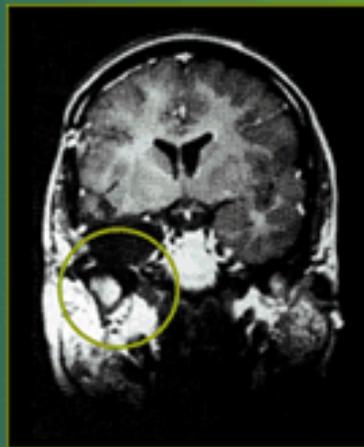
Resonancia magnética en la que queda reflejada la resección del lóbulo temporal
